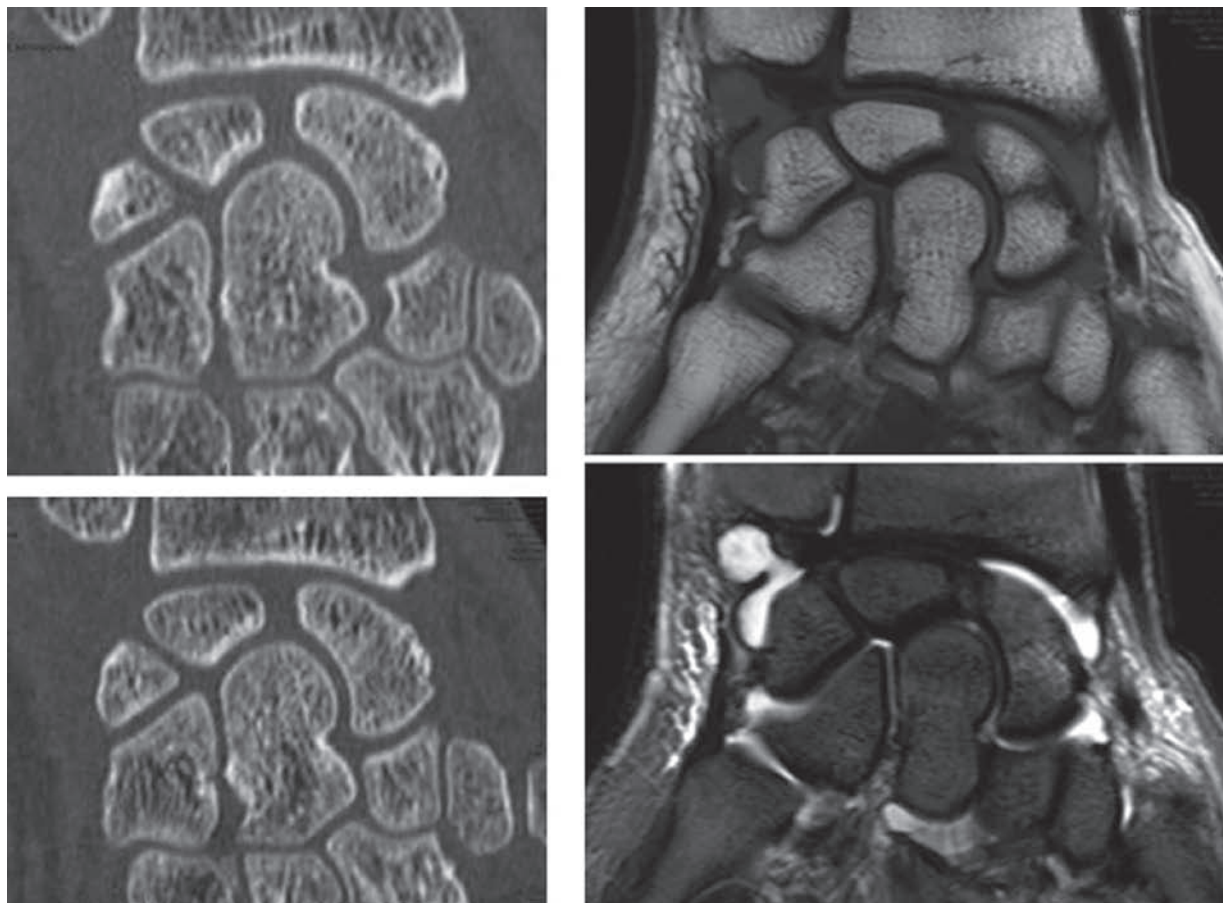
Traumatisme du poignet avec suspicion clinique de fracture du scaphoïde. Les radiographies initiales sont normales.
